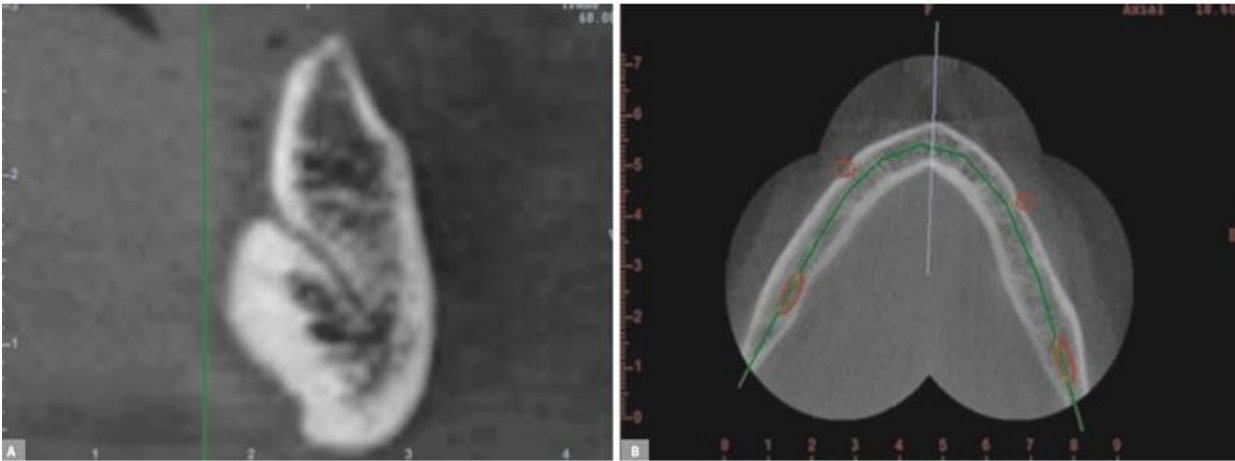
Tomografia computadorizada pré-implante (DODO, et al., 2015).
